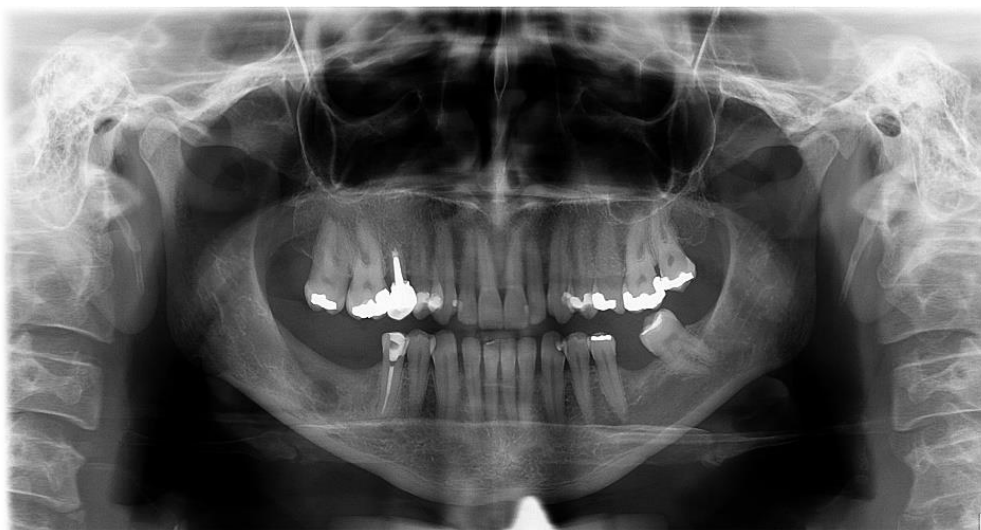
Radiografia de controle após seis meses de enucleação.
